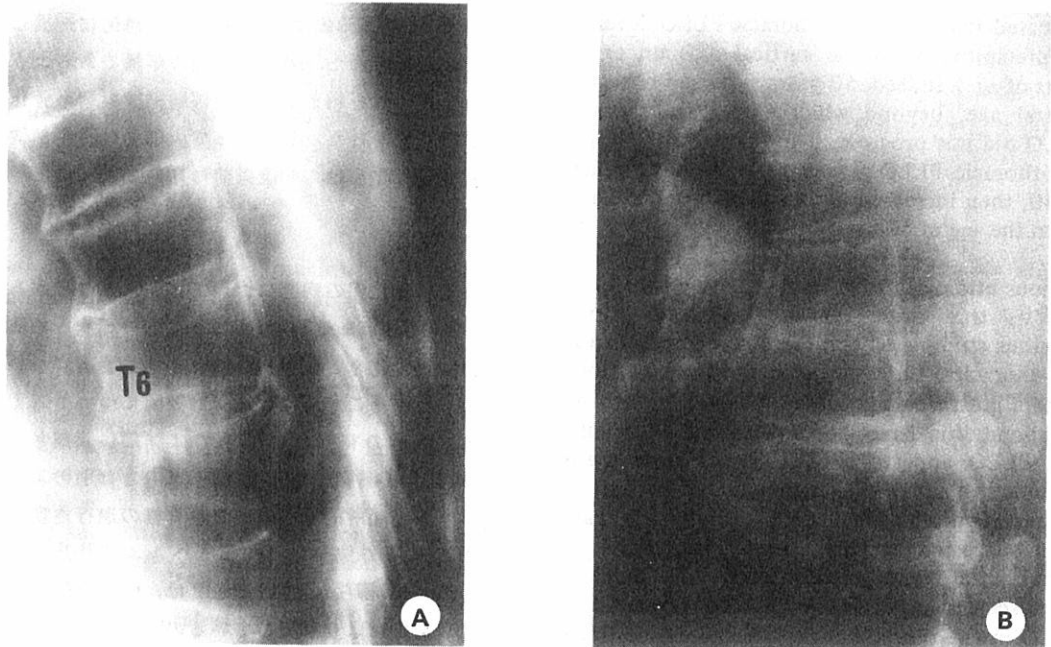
(Case 10) A: Lateral T-spine tomogram in 1978 at age 74 years shows linear thoracic PLLO and degenerative abnormalities of the vertebrae and discs. B: Lateral chest radiograph in 1959 at age 54 years shows the vertebrae and discs to be unremarkable; the thoracic PLLO did not change after this examination (Figure 8A).
